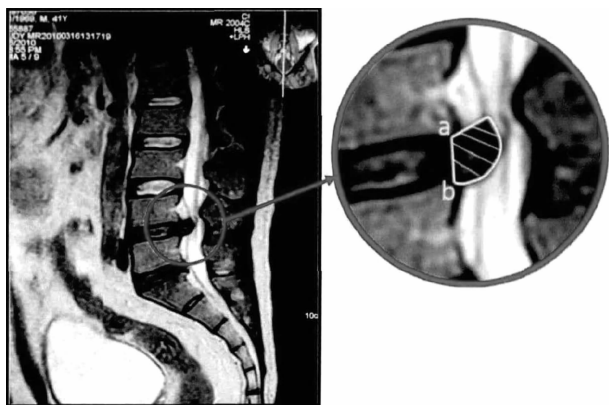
俞鹏飞等提出的基于 MRI 的腰椎间盘突出物体积计算方法在 MRI 矢状位 T2WI 图像上,以上位椎体后下缘及下位椎体后上缘连线为内边界,突出物边缘作为外边界,计算突出物体积;突出物体积 = (层间距 + 层厚) × \sum 每一层突出物面积,吸收率 = (治疗前突出物体积 - 治疗后突出物体积) / 治疗前突出物体积 × 100%
